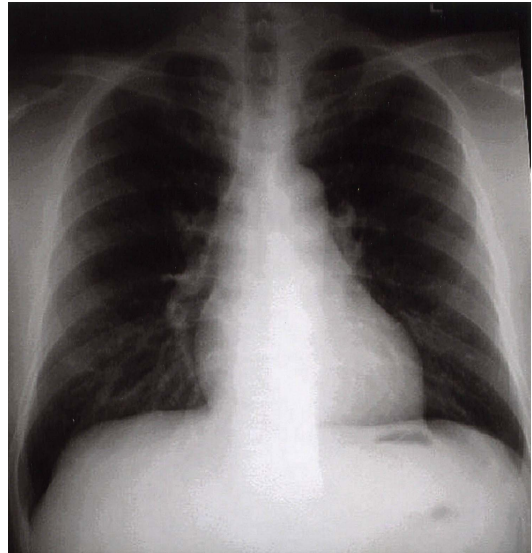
Preoperative chest radiograph. No abnormal finding is observed.
